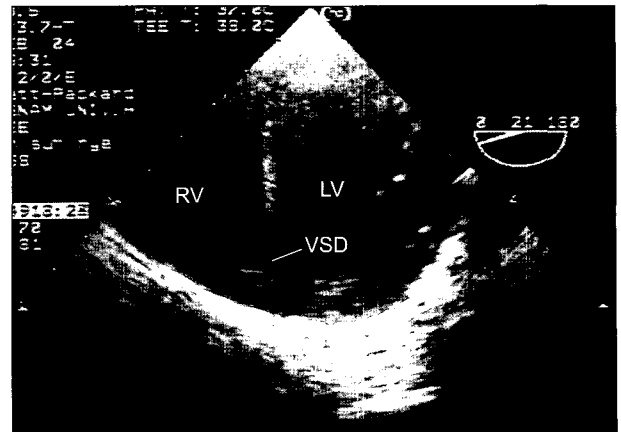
This 2-dimensional echocardiogram shows traumatic interventricular septal defect in muscular portion. The defect is 1 cm in diameter. LV=Left ventricle; RV=Right ventricle; VSD=Ventricular septal defect.
